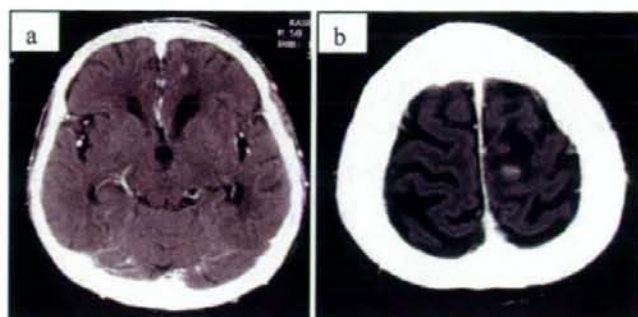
a, b) Initial brain CT after contrast enhancement showing enhanced masses with adjacent edema in the left frontal and parietal lobes.
